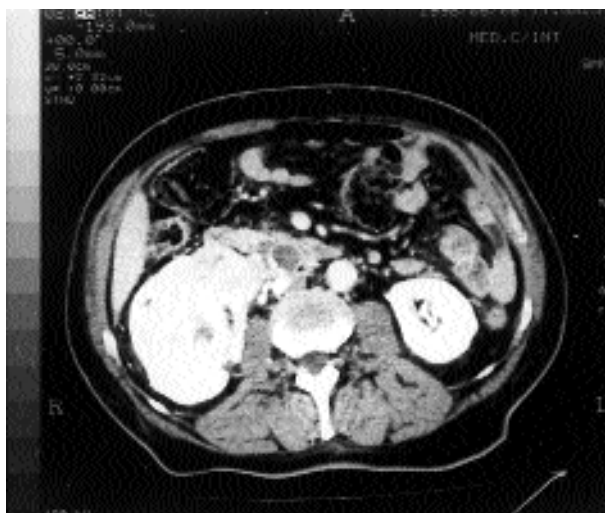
TAC-neoplasia renal derecha. Trombosis de la vena renal derecha y de la VCI.
